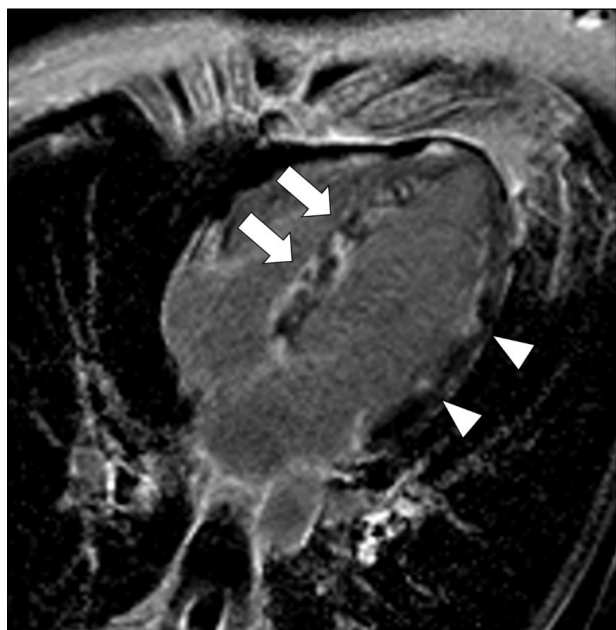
Magnetic resonance imaging: T1 PSIR sequence, four-chamber view image. Non-homogenous distribution of late gadolinium enhancement with the maximum at the interventricular septum (arrows), discretely also at the lateral wall (arrow heads).
